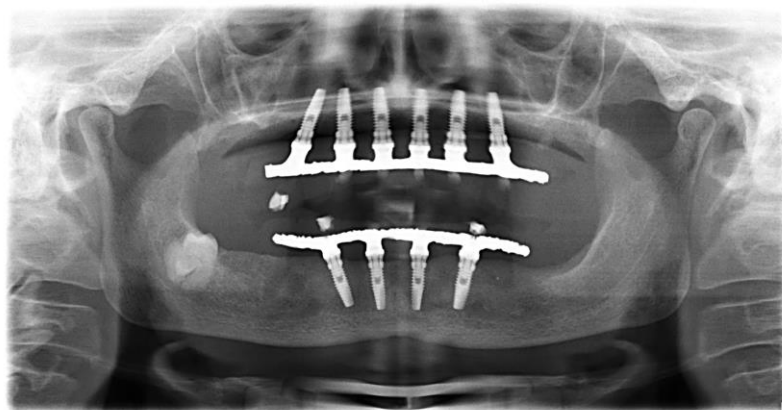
Radiografia Panorâmica de Pós Operatório Imediato.
